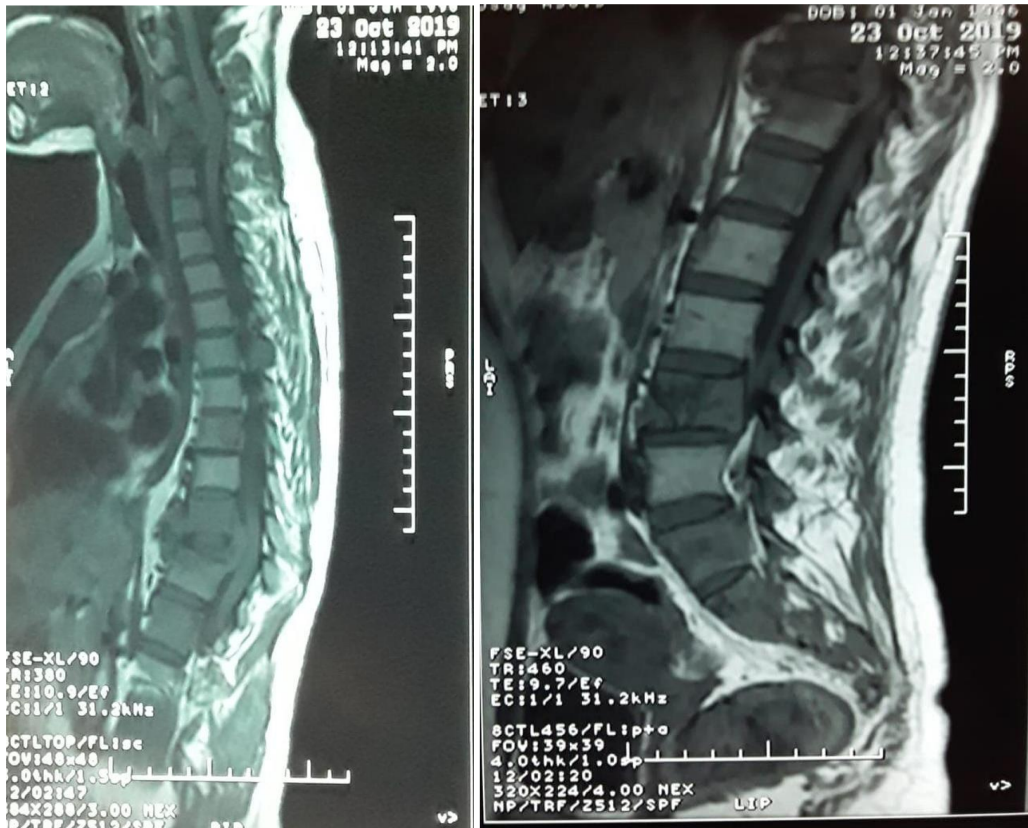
IRM médullaire en T1 avant injection en coupes sagittales, montrant une lordose lombaire avec l'infiltration des corps vertébraux C4, C5 et C6 (Cervical), D5, D7, D9, D10, D11, D12 (Dorsal), L3 et L5 (Lombaire), S1, S2 et S3 (Sacré).
